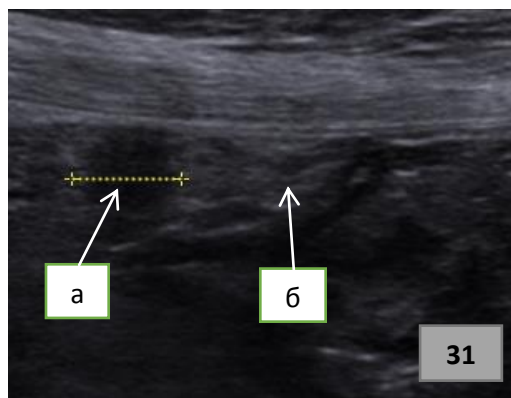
Ультразвуковая томограмма метастаза в большом сальнике пациентки Ш.: а) метастаз; б) большой сальник.
